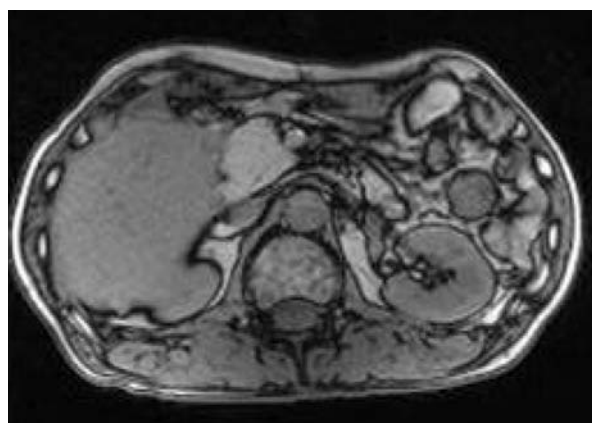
MRI, T1-opposed phase（平成20年7月）
